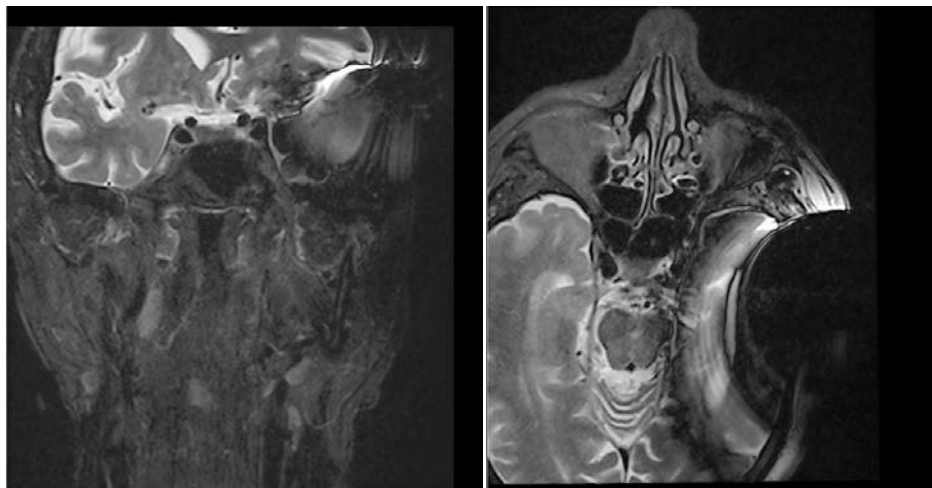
Пример артефактов от металла: МРТ головного мозга у пациента с пулевым ранением в левой височной области, визуализация неинформативна
